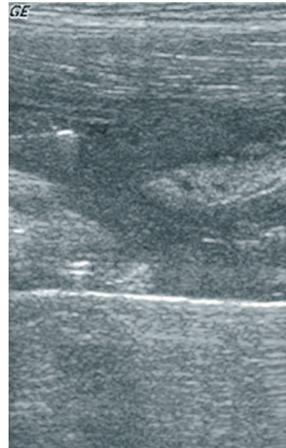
Ecografía del músculo recto anterior derecho (corte longitudinal), imagen en badajo de campana. Lesión grado 3.
